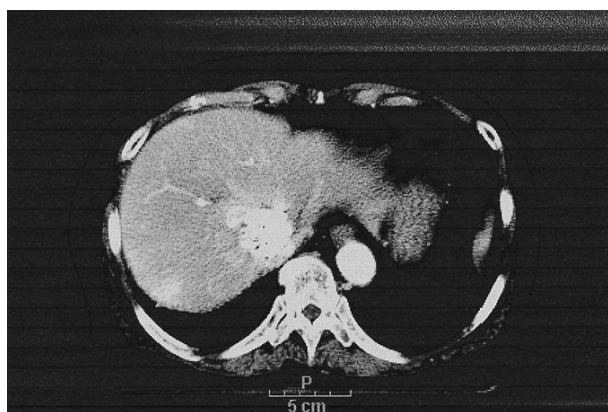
CT scan after TACE shows lipiodol uptaken mass with irregular margin.
